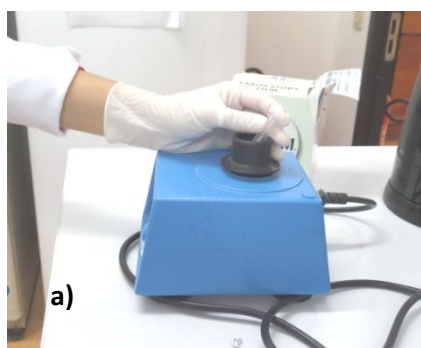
a) Disolución de extracto en Vortex b) Baños con ultrasonido Elmasonic
